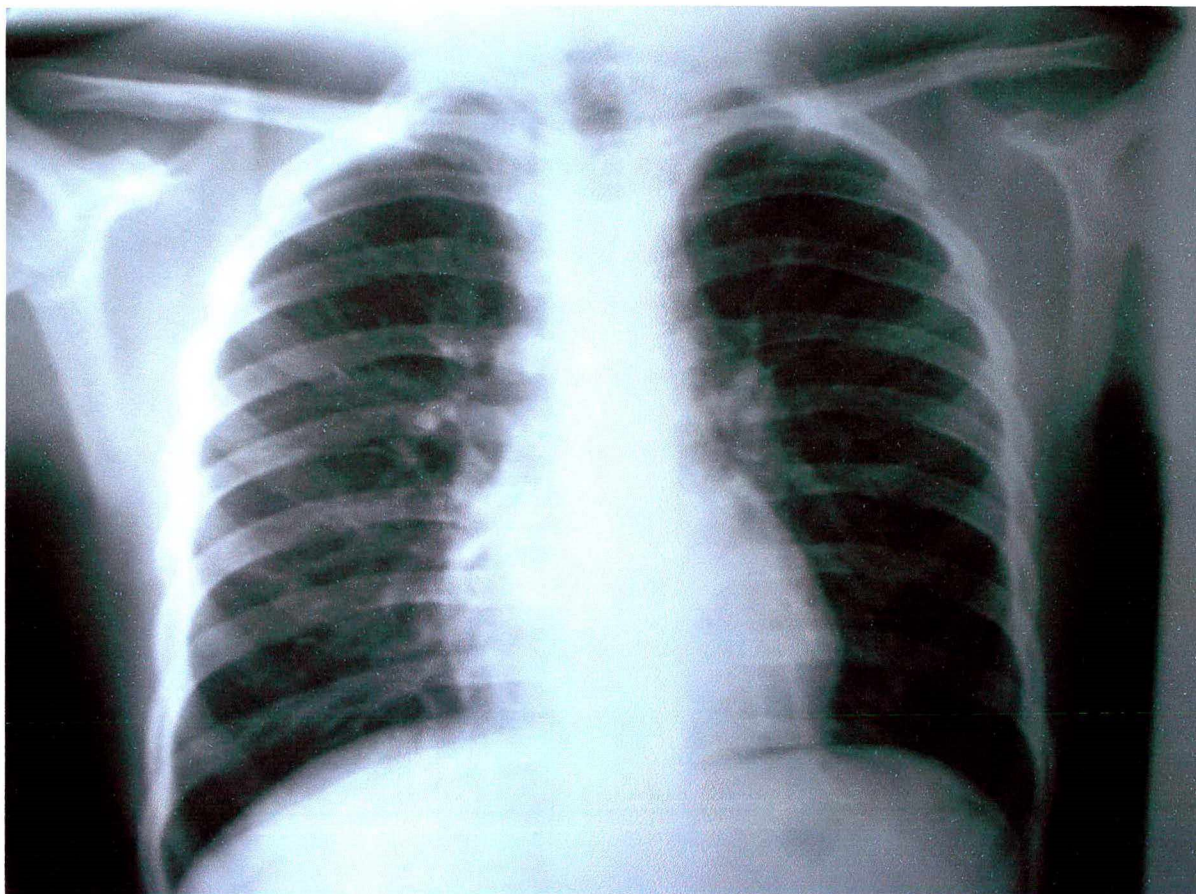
Radiografia realizada em 29/10/2004, dia da alta hospitalar. O padrão radiológico é normal.
